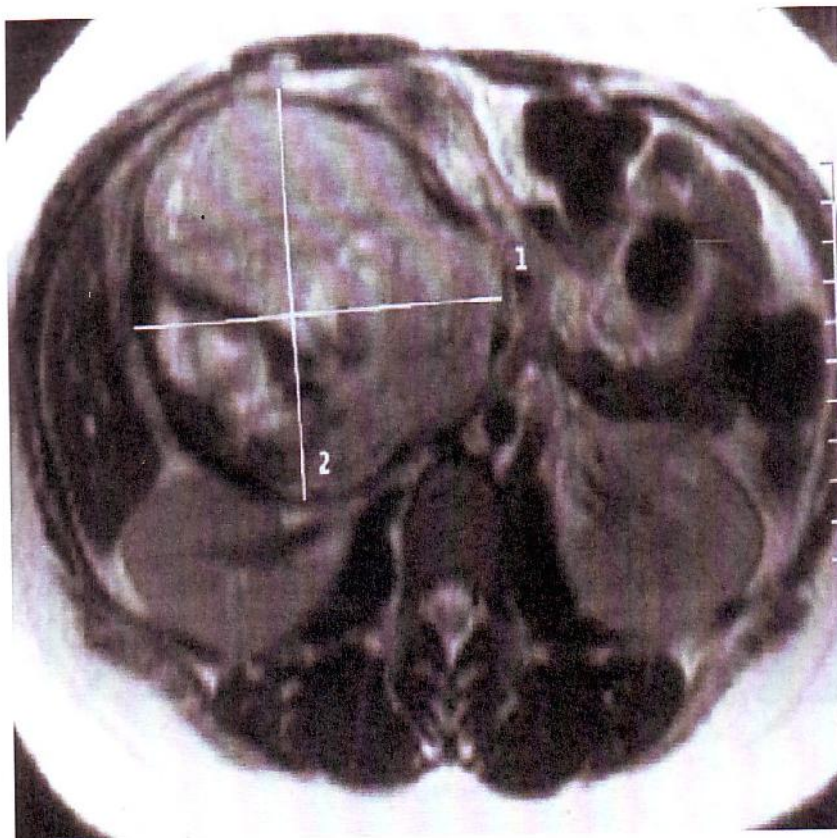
IRM, coupe transversale en T2 : volumineuse masse à contours bien limités, à contenu hétérogène et en partie liquidien, développée aux dépens de la tête du pancréas. Il existe une capsule hypo-intense aux pourtours de la lésion (22).
